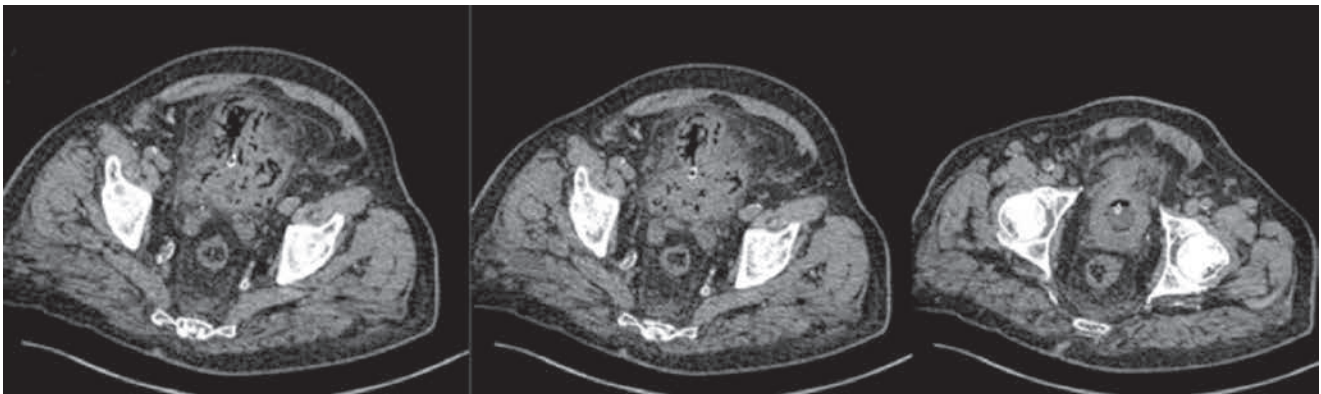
TAC, cortes transversales: aire en la pared de la vejiga.
